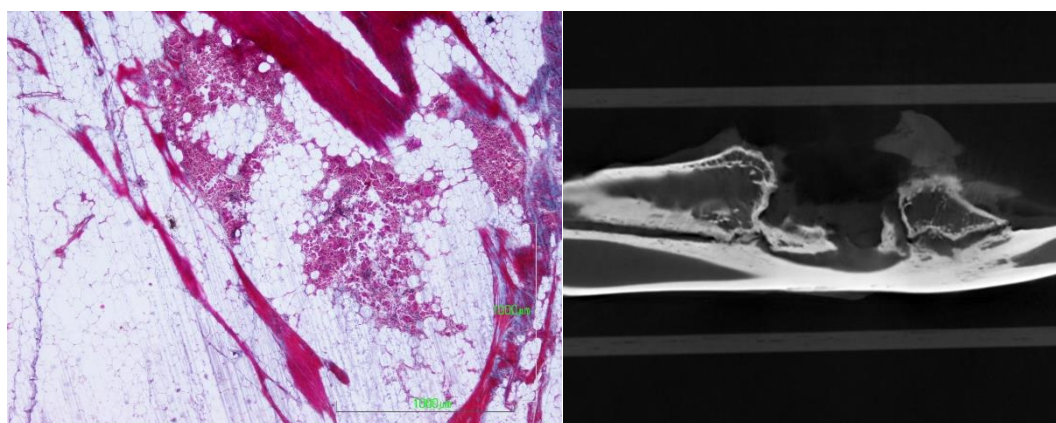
C6. Panorámica que refleja una cavidad del defecto ocupada en su mayoría por tejido adiposo, con focos de células gigantes multinucleadas. TG. 4x, Fig 81. TAC correspondiente.
